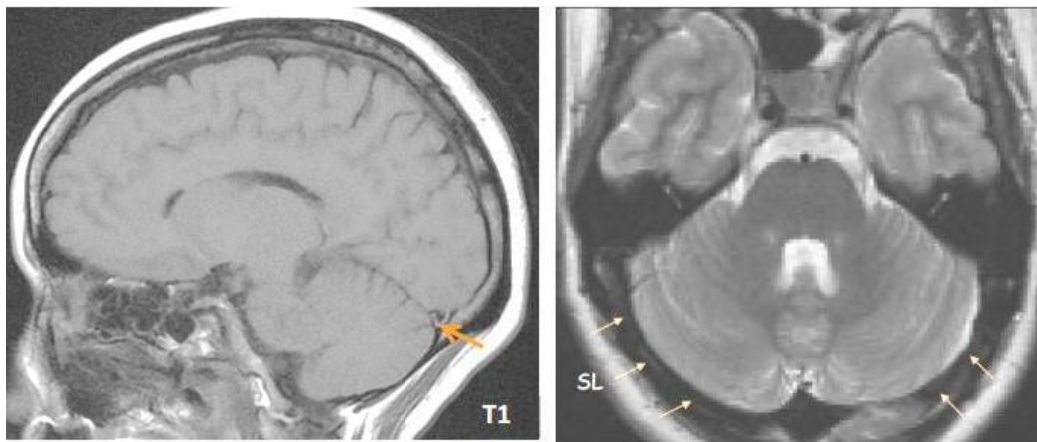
Aspect normal d'un sinus latéral en séquences T1 et T2 d'IRM cérébrale.
